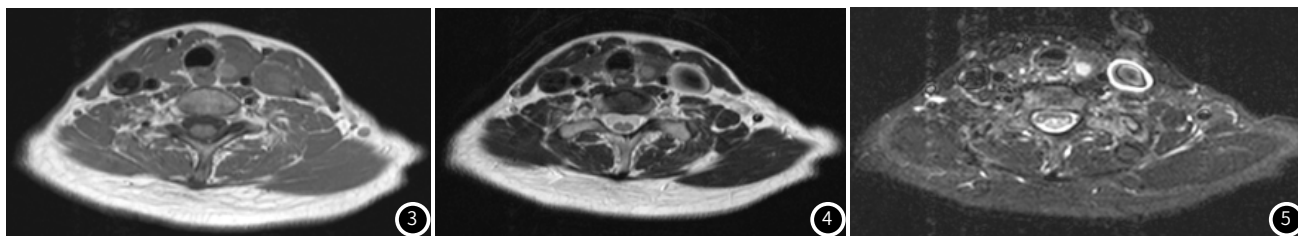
PTC患者的MRT1加权像(T₁WI): 甲状腺左叶可见结节状稍短T₁信号影, 边缘光滑。图4 PTC的MR T₂加权像(T₂WI): 甲状腺左叶可见结节状稍长T₂信号影, 边缘光滑。图5 PTC的MR T₂压脂像: 甲状腺左叶可见结节状高信号影, 边缘光滑。
